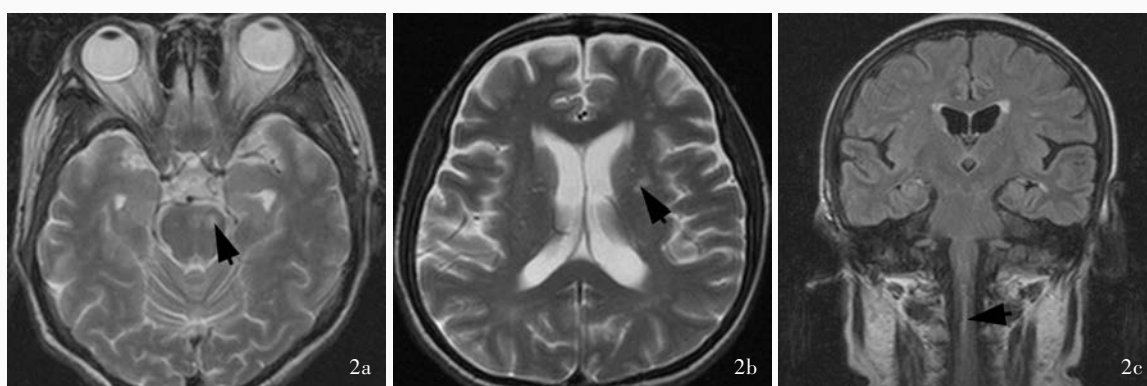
例10患者头部MRI检查所见 2a 横断面T<sub>2</sub>WI显示,脑桥腹侧偏左侧皮质脊髓束走行区呈斑片状高信号(箭头所示) 2b 横断面T<sub>2</sub>WI显示,双侧侧脑室旁多发点状高信号(箭头所示) 2c 冠状位FLAIR成像显示,延髓和脊髓中央管周围呈线样“延髓脊髓征”(箭头所示)
